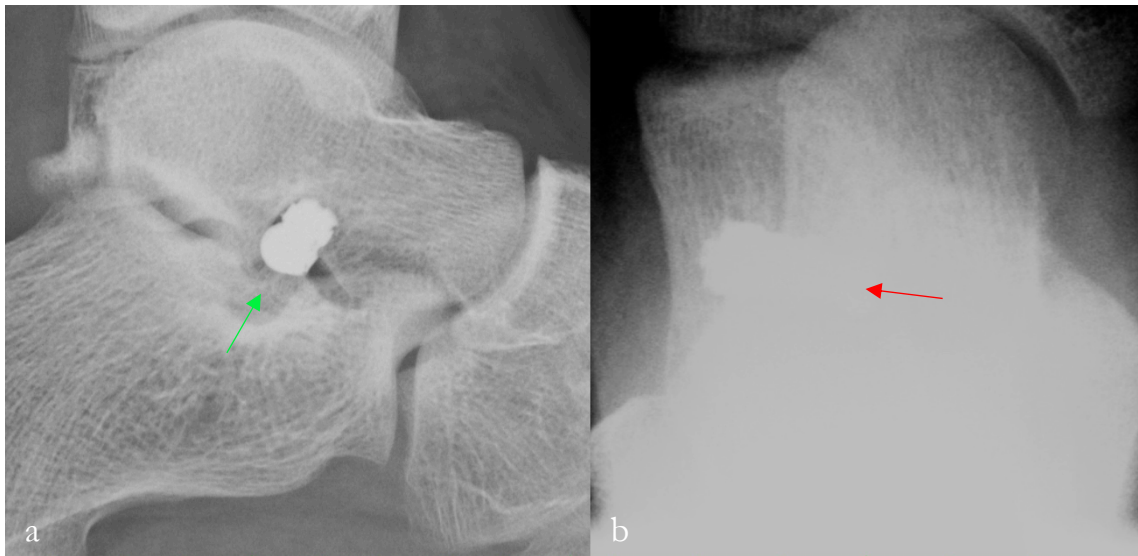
Röntgenbild des Fußes, lateraler (a) und dorsoplantarer (b) Strahlengang: Dislokation der Vario-Schraube® in Richtung des lateralen Fußrandes (roter Pfeil) und diskrete Abkippung der Implantatbasis in kraniale Richtung (grüner Pfeil)
